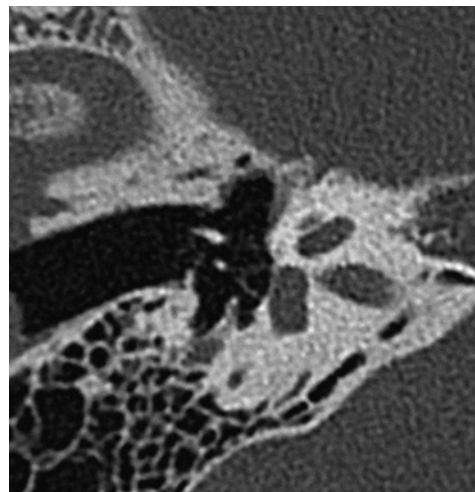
Otospongiose type 0. Coupe TDM double oblique (plan axial stapes) : pas d'anomalie ; platine fine sans hypodensité préstapédienne.
